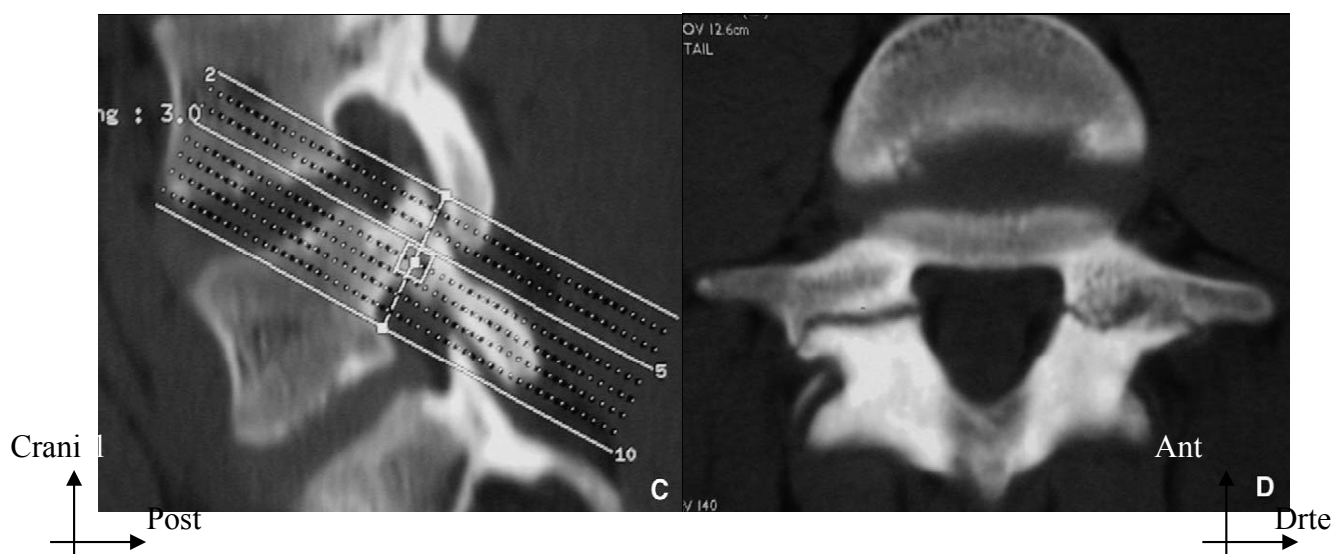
Lyse isthmique bilatérale récente. A. Radiographie de profil. B. Scintigraphie montrant une hyperfixation bilatérale. C. *Scout view* correct avec coupes perpendiculaires à l'isthme. D. Coupe axiale correspondante montrant la lyse bilatérale [53].
